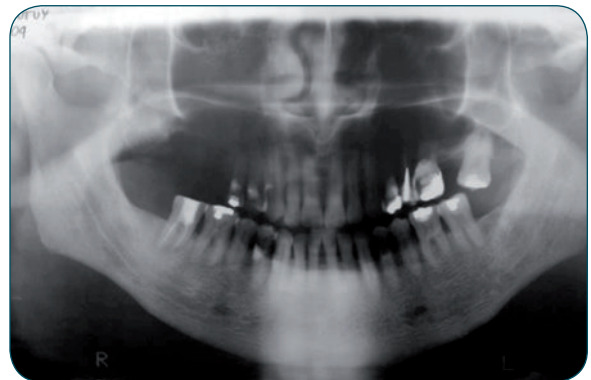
Radiografía Panorámica después de las extracciones de las piezas 1,6 y 1,7.
